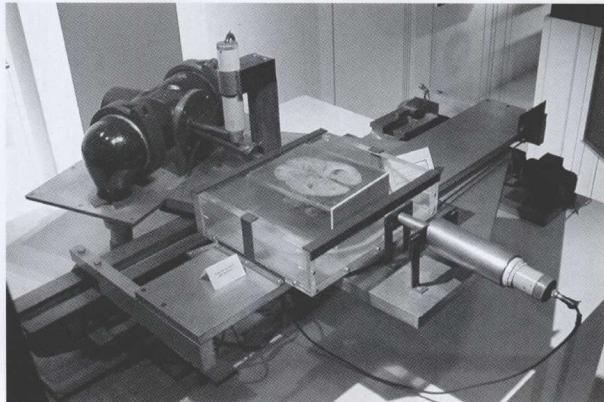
Housfield设计制造的第一台CT机
